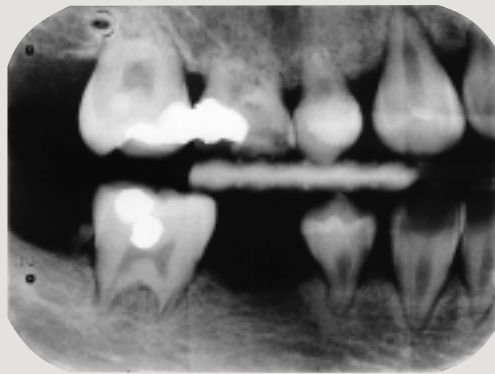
Bitewing-røntgenbillede visende højre præmolar og -molar-region (til venstre) og periapikal optagelse visende regio 21+12 (til højre).
